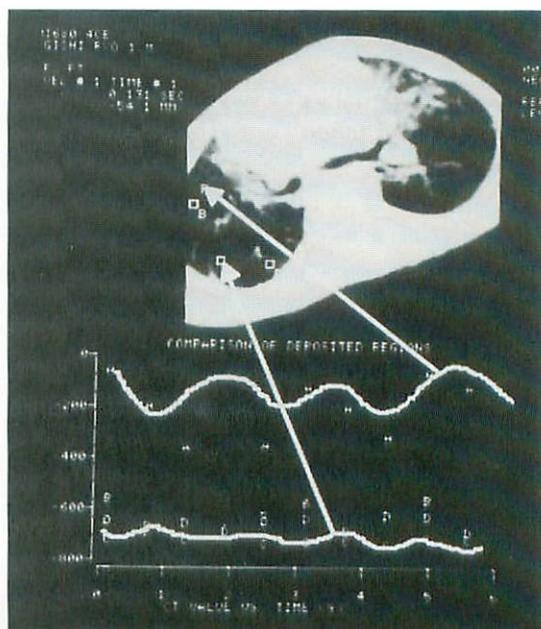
Ultrafast CT image of an 8-month-old boy with chronic lung disease.
